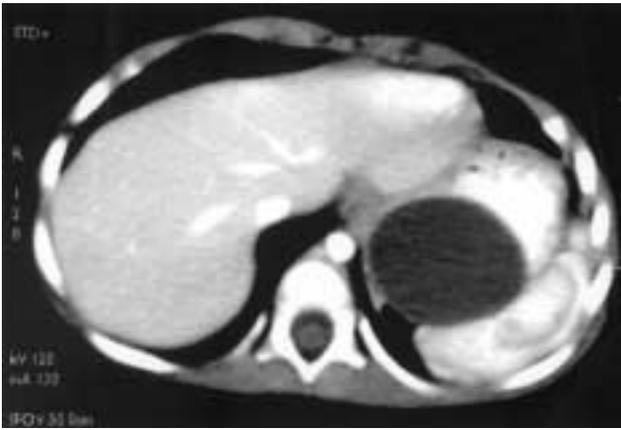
TAC. Duplicación gástrica a nivel de fundus.
